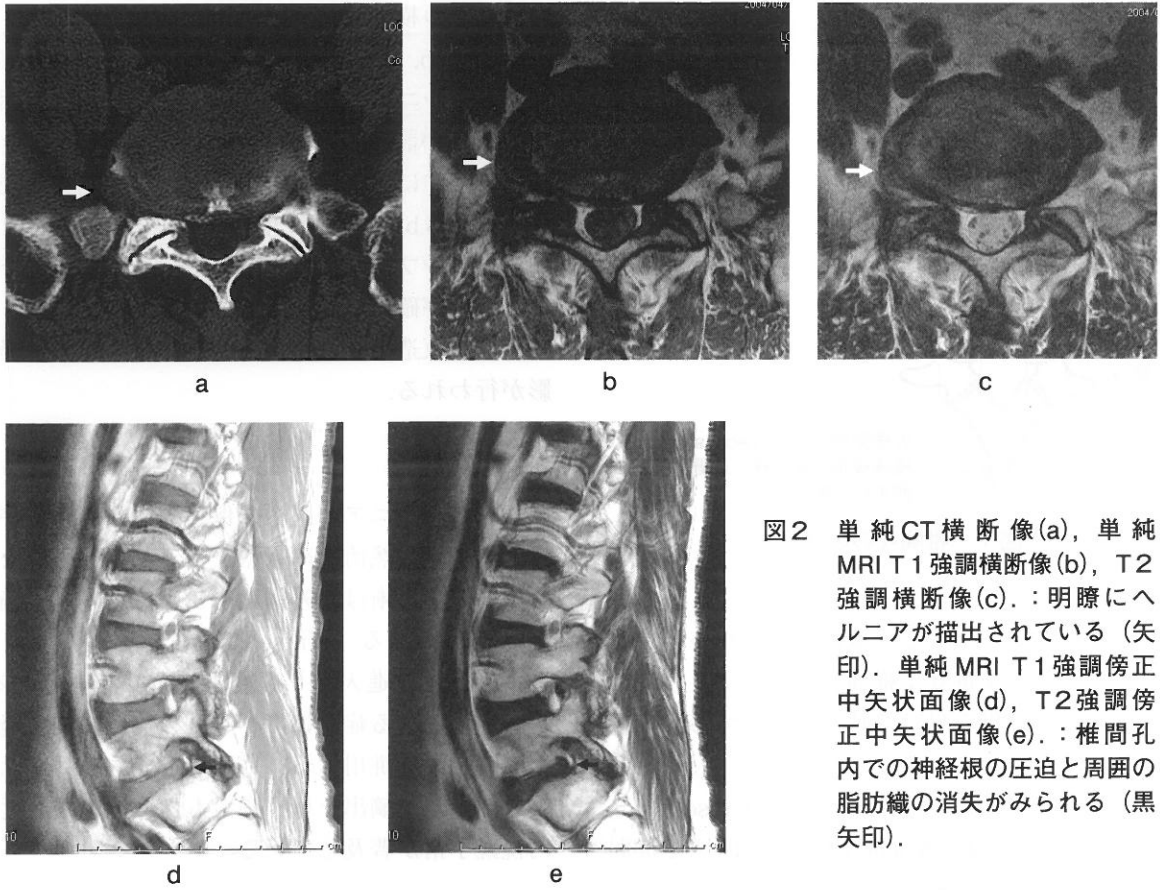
単純CT横断像(a), 単純MRI T1強調横断像(b), T2強調横断像(c). :明瞭にヘルニアが描出されている(矢印). 単純MRI T1強調傍正中矢状面像(d), T2強調傍正中矢状面像(e). :椎間孔内の神経根の圧迫と周囲の脂肪織の消失がみられる(黒矢印).
